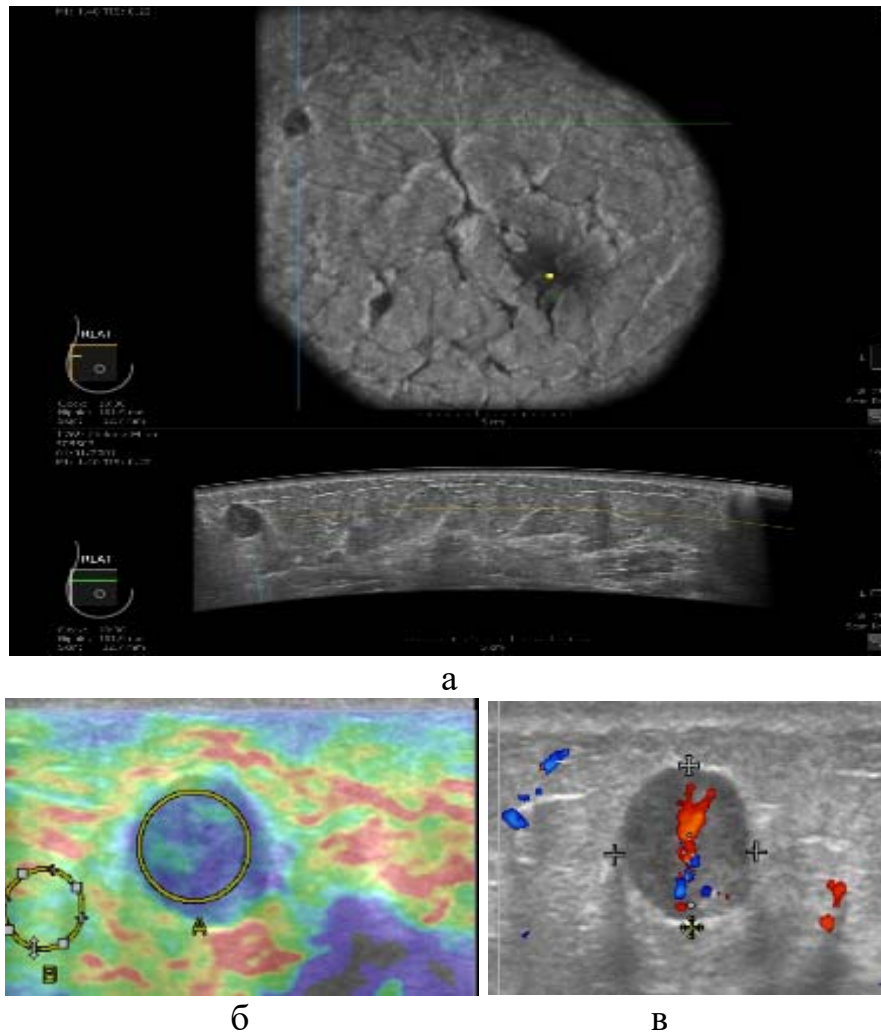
Комбинированная УЗ картина (АУЗИ+В-режим и СЭГ) образования правой молочной железы
